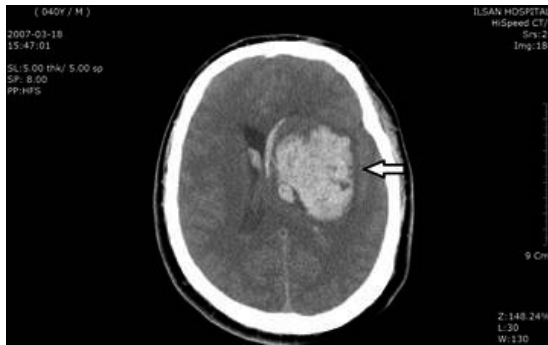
Brain Computed Tomography (2007-03-18)
